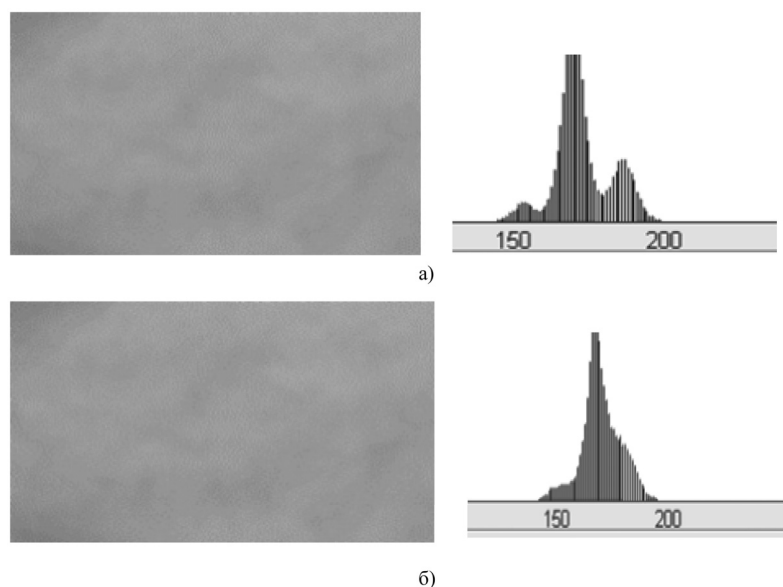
Окна анализа и гистограммы яркости рентгенограммы: окно без патологии — а; модель окна с патологией, полученная в результате низкочастотной фильтрации окна без патологии — б
